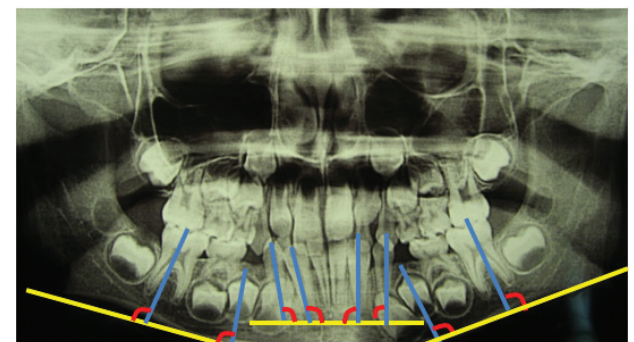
orthopantomogram of the patient's jaws after bilateral early tooth loss 7.4 and 8.4
